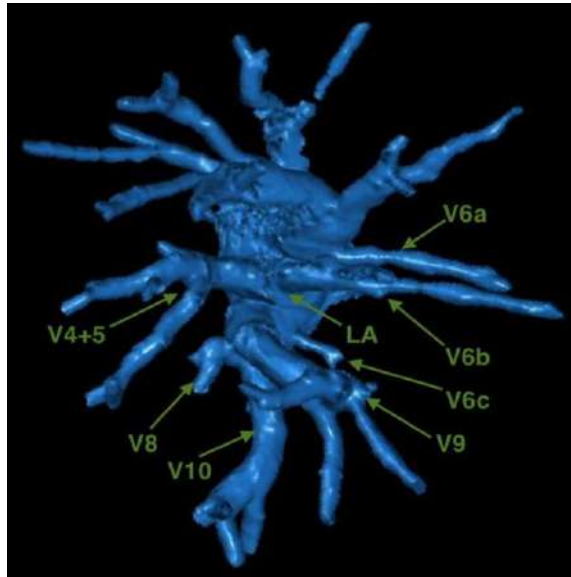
Редкий вариант оттока артериальной крови от задней зоны левого лёгкого: латеральный (A^{6b}) и медиальный (A^{6c}) притоки дренируются непосредственно в левое предсердие (LA) (3D-реконструкция МСКТ-АГ) V^{4+5} – общая язычковая вена (впадает отдельным стволом в левое предсердие); V^{6a} – верхняя субсегментарная вена задней зоны; V^8 – передняя базальная вена; V^9 – латеральная базальная вена; V^{10} – задняя базальная вена; LA - левое предсердие
